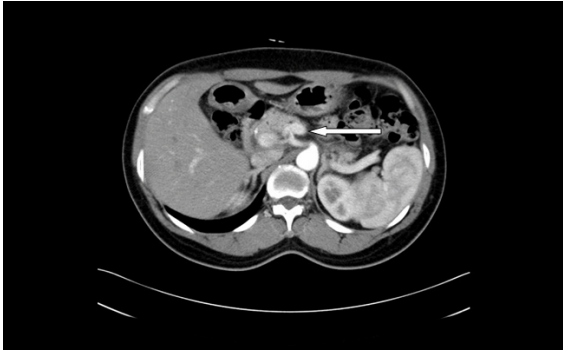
Abdominal dynamic CT shows 6.8 mm sized arterial enhancing mass at pancreatic body.
